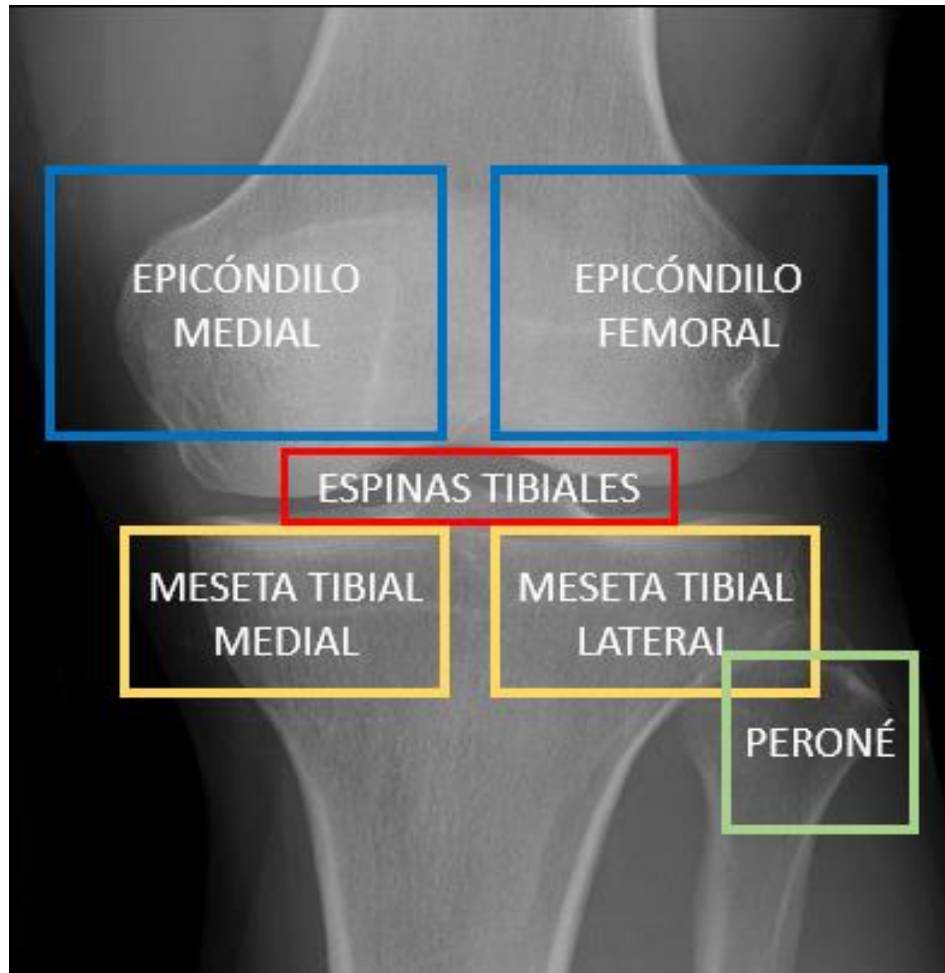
Referencias anatómicas sobre radiografía anteroposterior y lateral de rodilla
